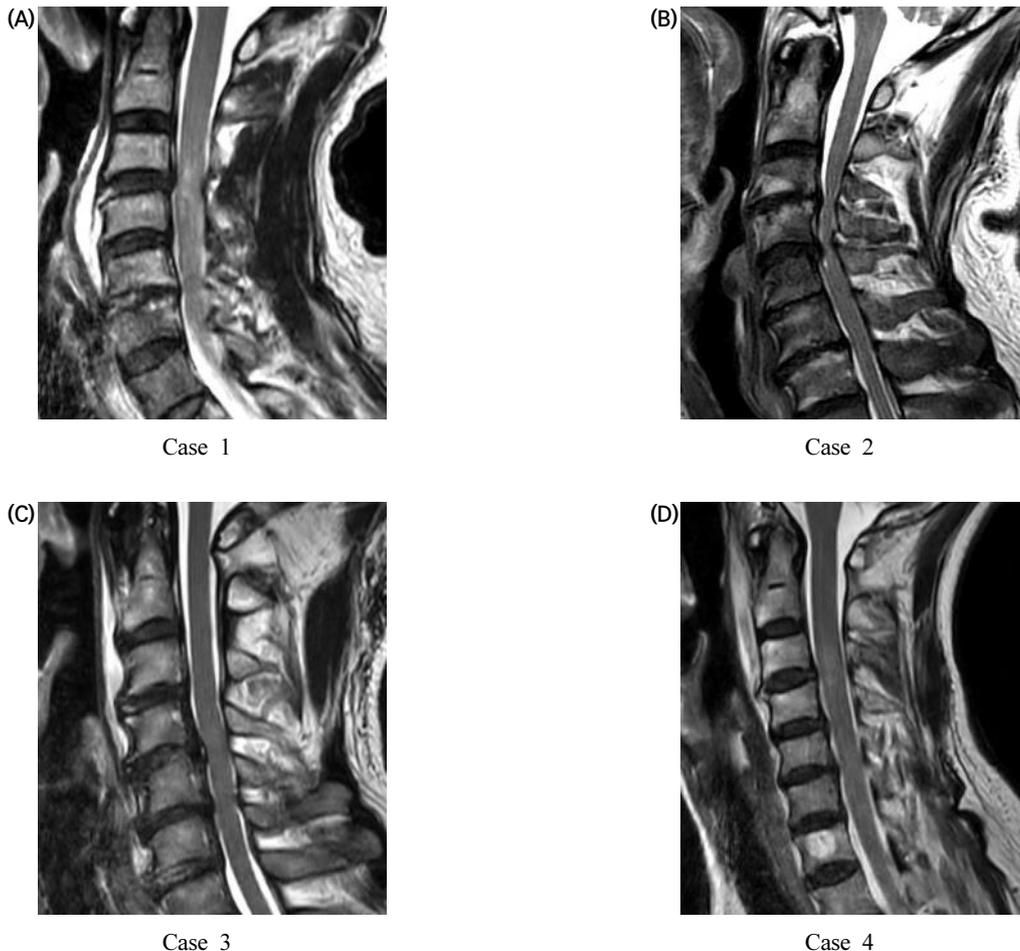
Magnetic resonance imaging extended-cervical sT2, sagittal view.
